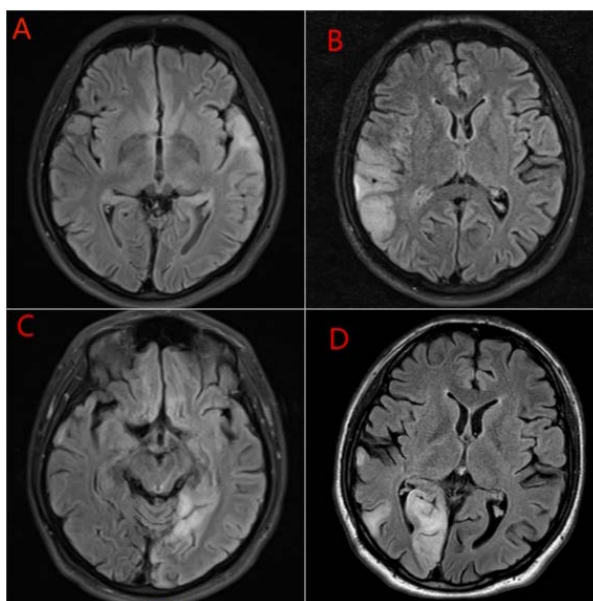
Four brain MRI T2Flair phases of the patient
